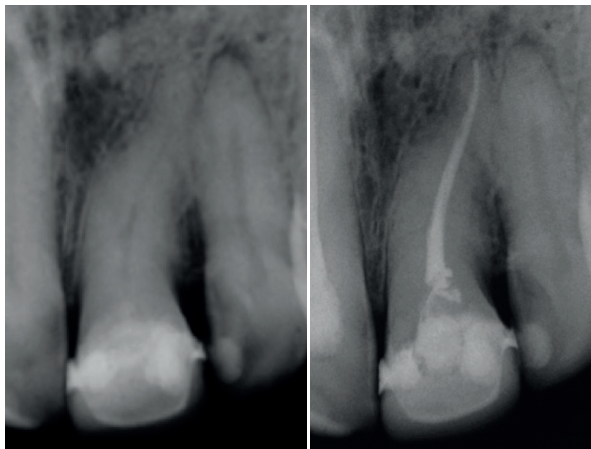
Incisivo central superior. Radiografías pre- y posoperatoria. Se destaca la trayectoria en S del conducto radicular. Instrumentación TruNatomy Prime. Obturación con conos de gutapercha y sellador AHPlus. Técnica de compactación lateral de conos de gutapercha.
